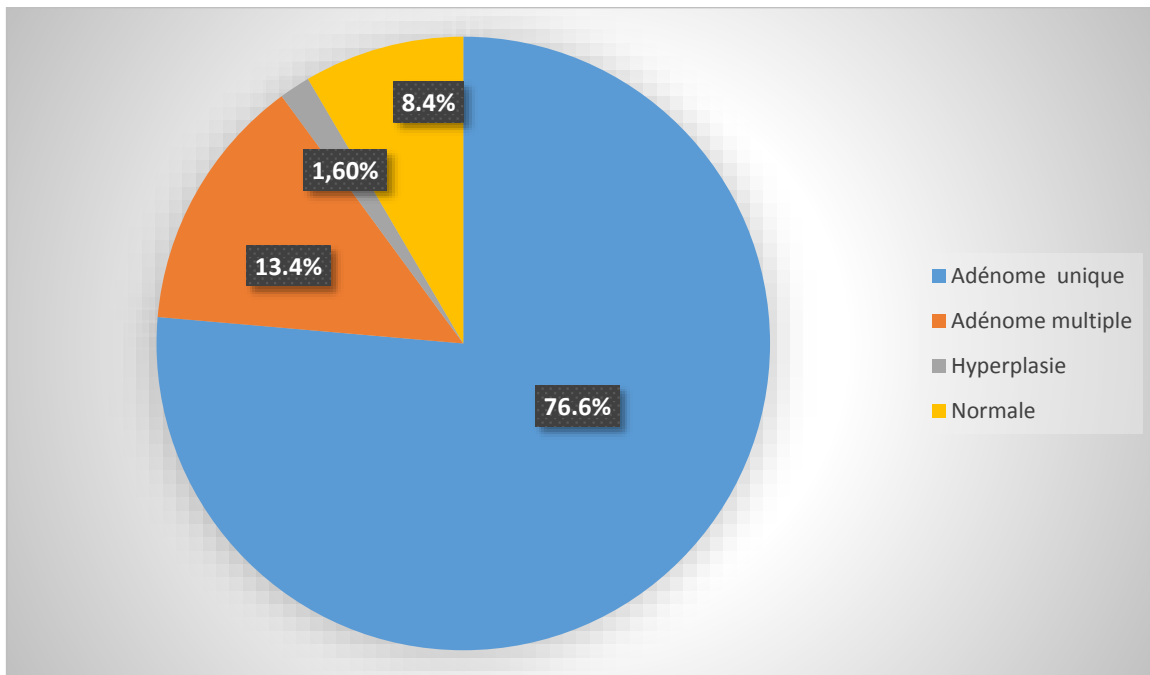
Répartition des patients selon le résultat de la scintigraphie parathyroïdienne
